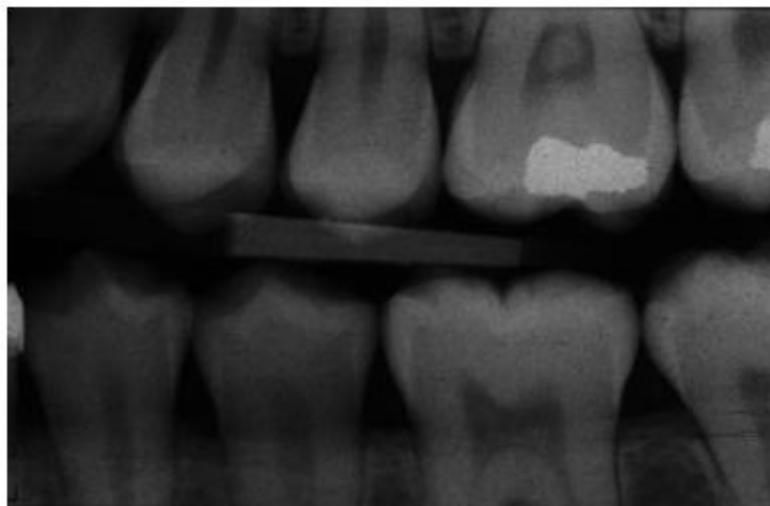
Cliché radiographique rétrocoronaire d'une femme de 26 ans présentant un pulpolithe sur sa première molaire maxillaire gauche. ¹¹⁰
